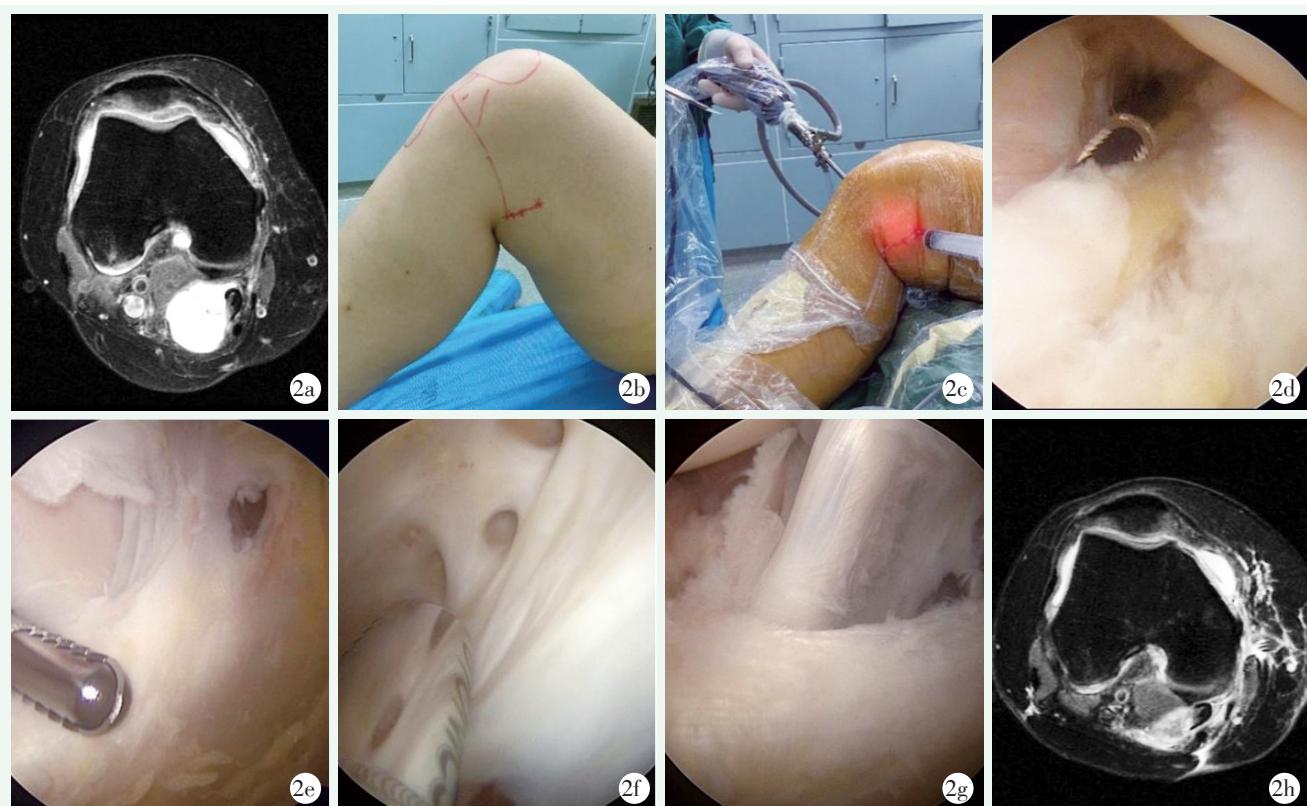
患者男性，40岁。2a: 术前MRI提示腘窝囊肿；2b: 手术体位：膝关节屈曲，外展4字位；2c: 从外侧入路观察，建立后方入路；2d: 从前外入路观察，通过后内入路清理后方关节囊皱襞；2e: 从后内上入路观察，前内入路清理，见腓肠肌内侧头后内囊肿开口；2f: 从后内下入路观察，后内上入路清理囊肿壁；2g: 从后内下入路观察，前内入路清理，见囊肿与腓肠肌内侧头和半膜肌腱的关系；2h: 术后MRI提示腘窝囊肿彻底切除。
